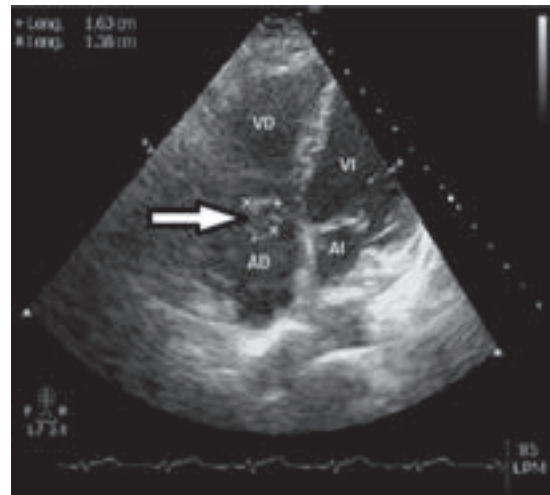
Ecocardiograma transtorácico que muestra imagen móvil, adherida a la valva septal de la tricúspide en la cara auricular, de 16x15 mm (flecha). VD: ventrículo derecho; AD: aurícula derecha; VI: ventrículo izquierdo; AI: aurícula izquierda.
